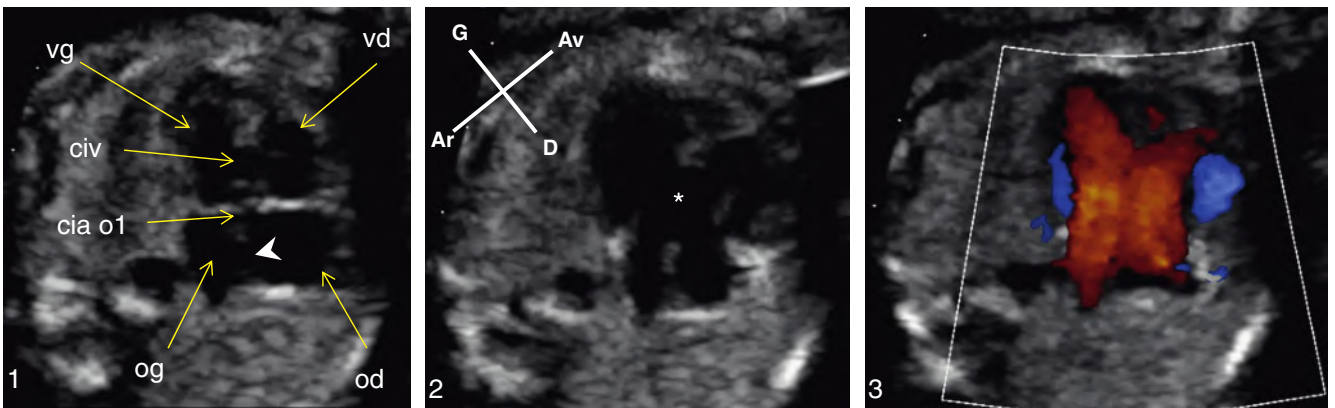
Canal atrioventriculaire complet en incidence des quatre cavités. En 1, en systole, les valves auriculoventriculaires sont alignées et séparent la communication interauriculaire de type ostium primum (cia o1) de la communication interventriculaire (CIV) du septum d'admission. La « croix du cœur » ne peut donc être visualisée. La CIA fœtale, de type ostium secundum (▶), est également visible. En 2, en diastole, la CIA et la CIV semblent confluer pour donner l'image de canal interatrioventriculaire (*). En 3, en Doppler couleur, en diastole, le flux de remplissage des ventricules donne l'aspect en ailes de papillon. od : oreillette droite; og : oreillette gauche; vd : ventricule droit; vg : ventricule gauche.
